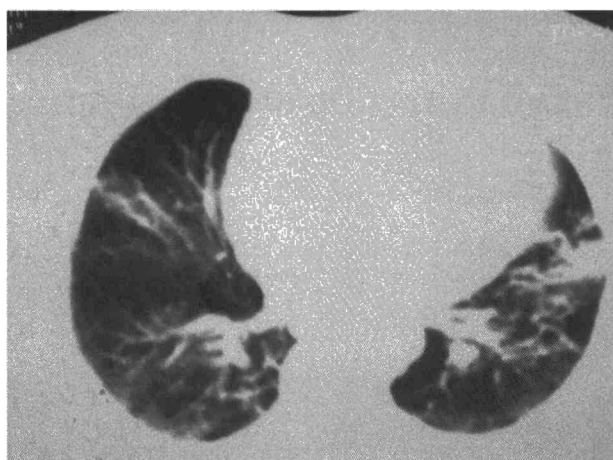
TC de tórax en la que se aprecian infiltrados alvéolo-intersticiales parcheados sobre ambos lóbulos inferiores.
